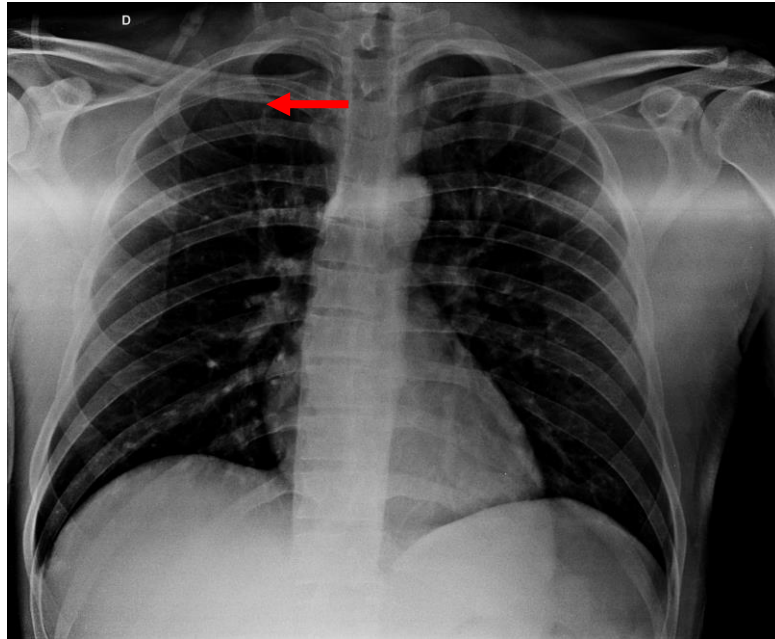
Radiografia de tórax mostrando a ponta do CCIP posicionada na veia subclávia
